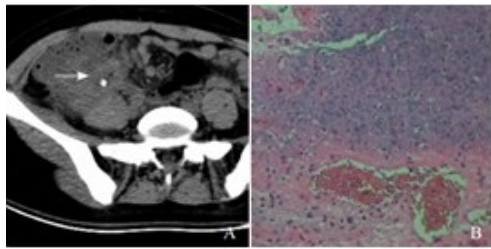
A. 急性坏疽性阑尾炎合并穿孔 CT 图
